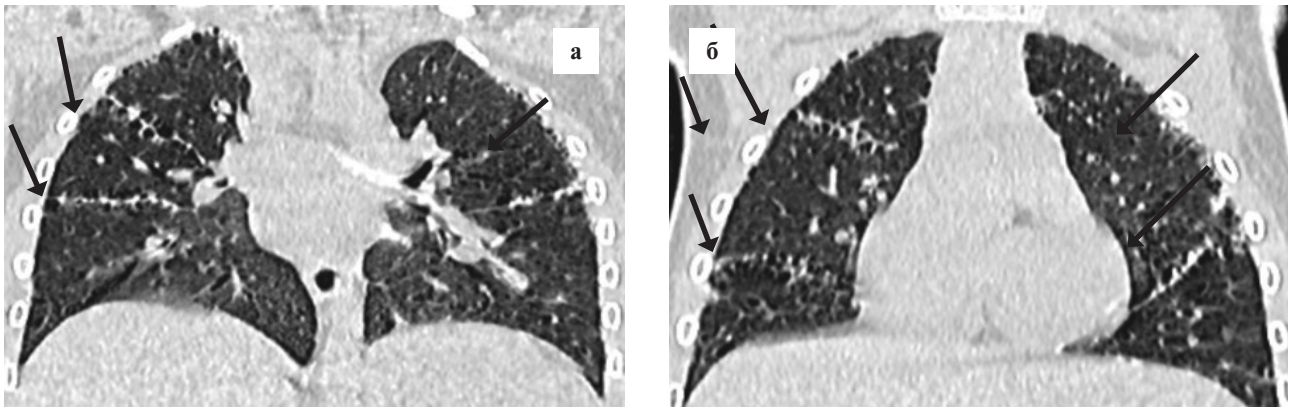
Компьютерная томограмма грудной клетки больного К.: коронарные срезы — множественные кисты вдоль междолевой (а) и костальной (б) плевры с обеих сторон.
